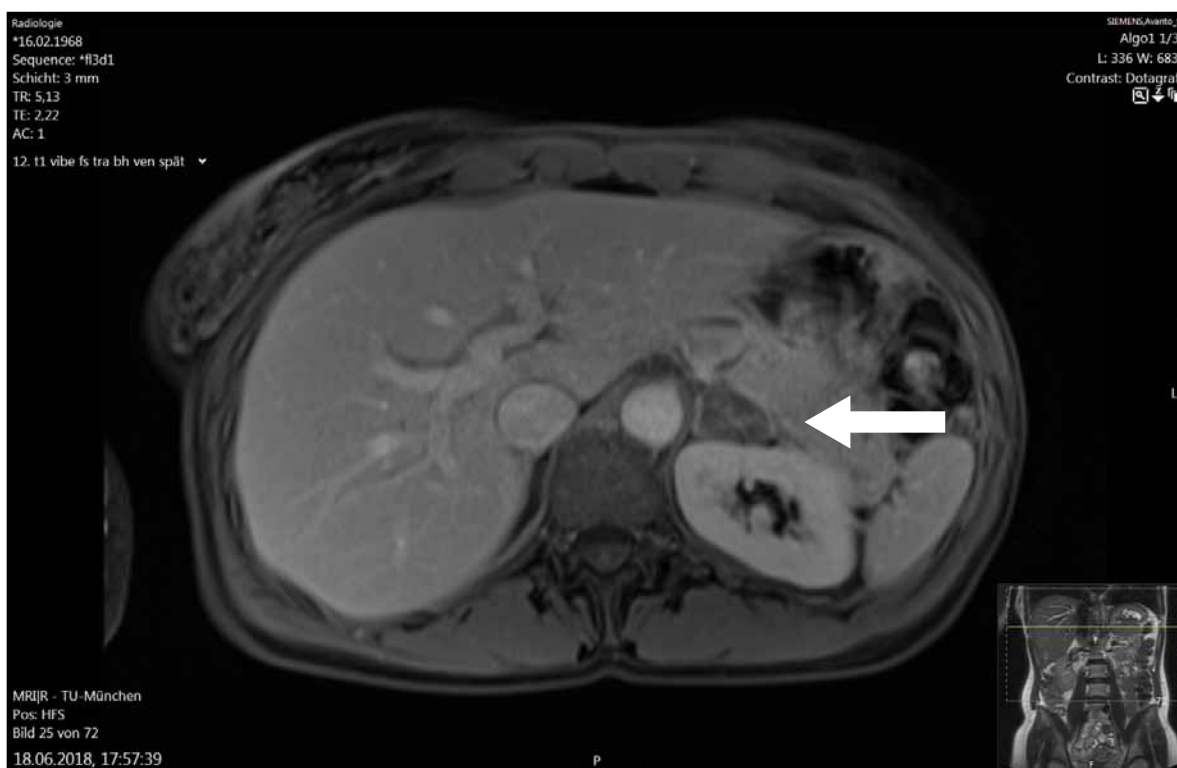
T1-weighted magnetic resonance imaging of an incidentaloma of the left adrenal gland in a 50-year-old female patient.
